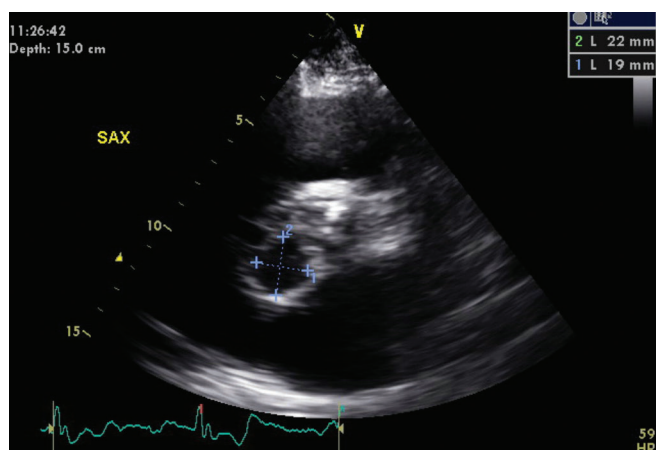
Échocardiogramme transthoracique d'un homme de 54 ans atteint d'endocardite gonococcique qui révèle un abcès de 22 × 19 mm à la racine aortique (lignes bleues pointillées).
